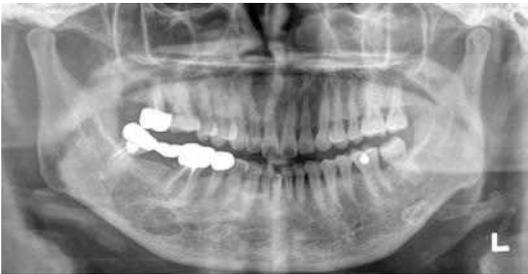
Panoramic radiograph taken after 4 months shows no change compared with previous one.
